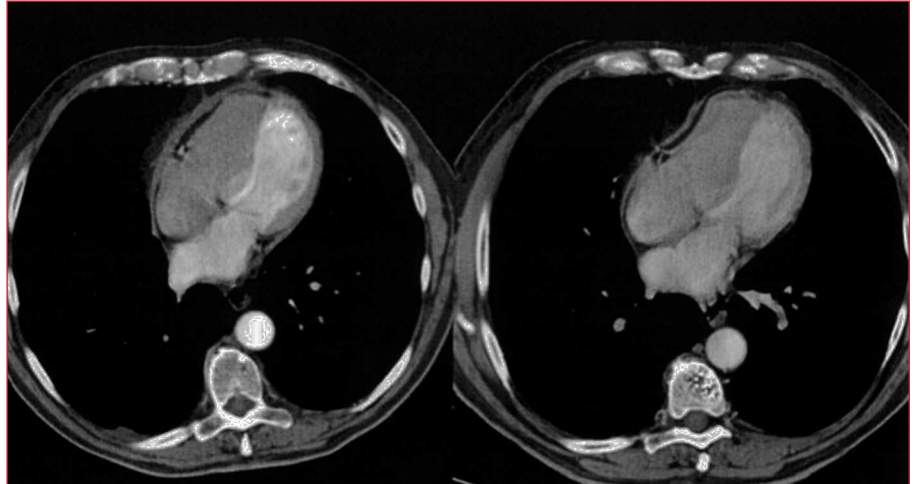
Las dos tomografías corresponden al mismo enfermo, que presentó un cuadro clínico típico de constricción cardíaca transitoria. Como se puede apreciar en las imágenes, el engrosamiento pericárdico puede remitir.
